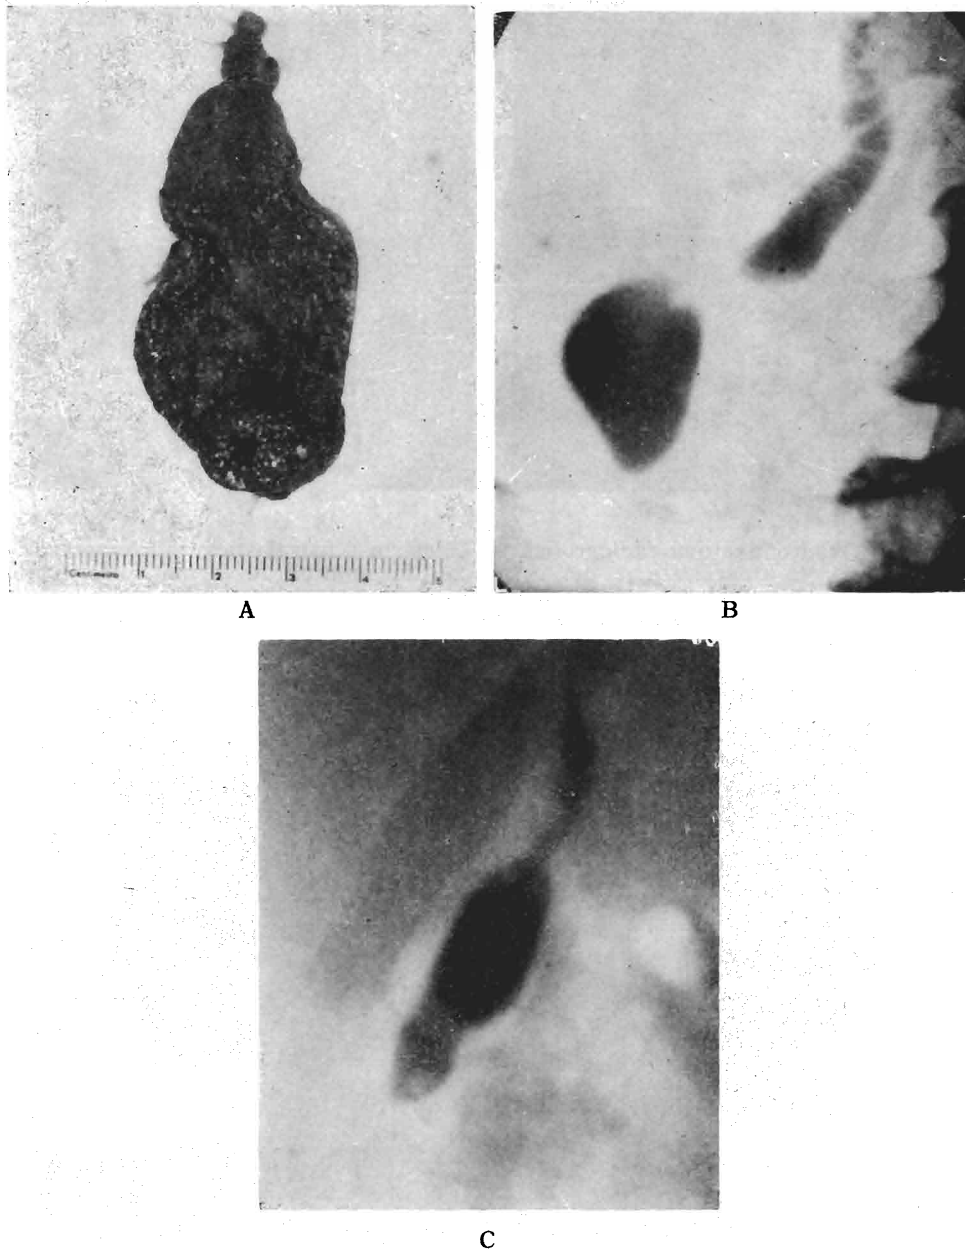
Quadri anatomo-radiografici di colecistosi tesaurismosiche (colesterolosi). A: forma micronodulare diffusa (associata ad adenomioma), corrispondente alla cosiddetta «colecisti a fragola», rilevata nel viscere asportato. B e C: forma polipoide, corrispondente alla cosiddetta «poliposi», rilevabile nei colecistogrammi.
